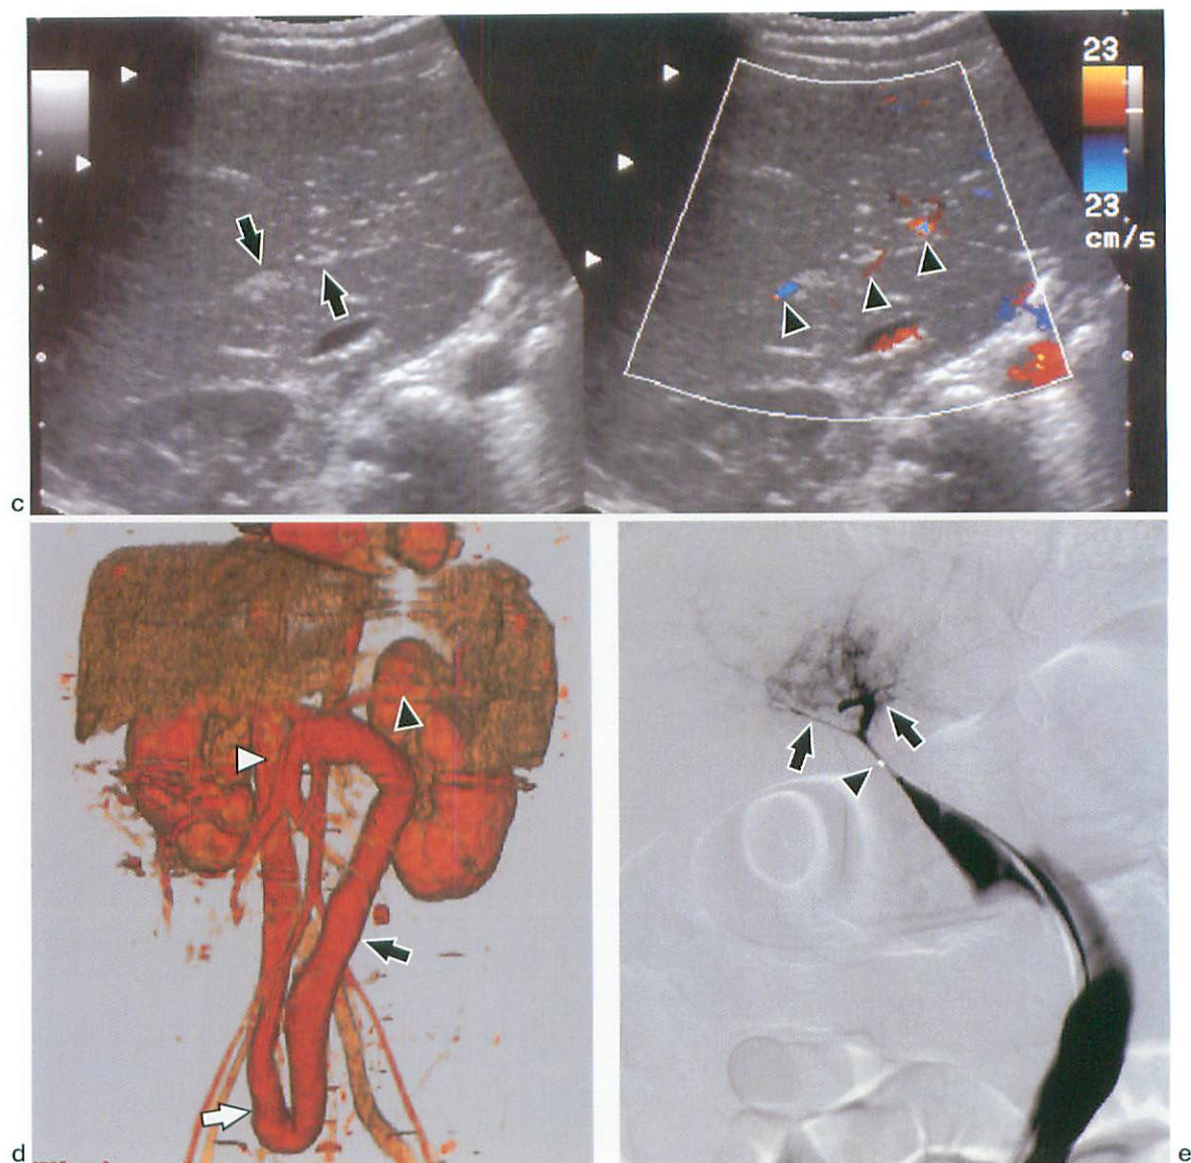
c : Transverse color Doppler imaging through the right upper abdomen shows hyperechoic structure (arrows) and flow in the hepatic arteries (arrowheads) in the porta hepatis. Normal portal vein cannot be identified.
